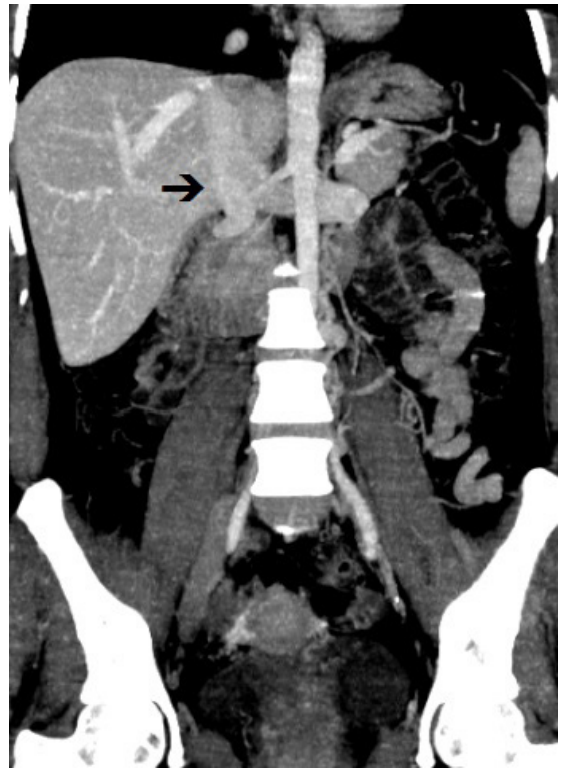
Venous angiotomography, coronal view, showing the origin of the inferior vena cava from the confluence of the renal veins (arrow).
